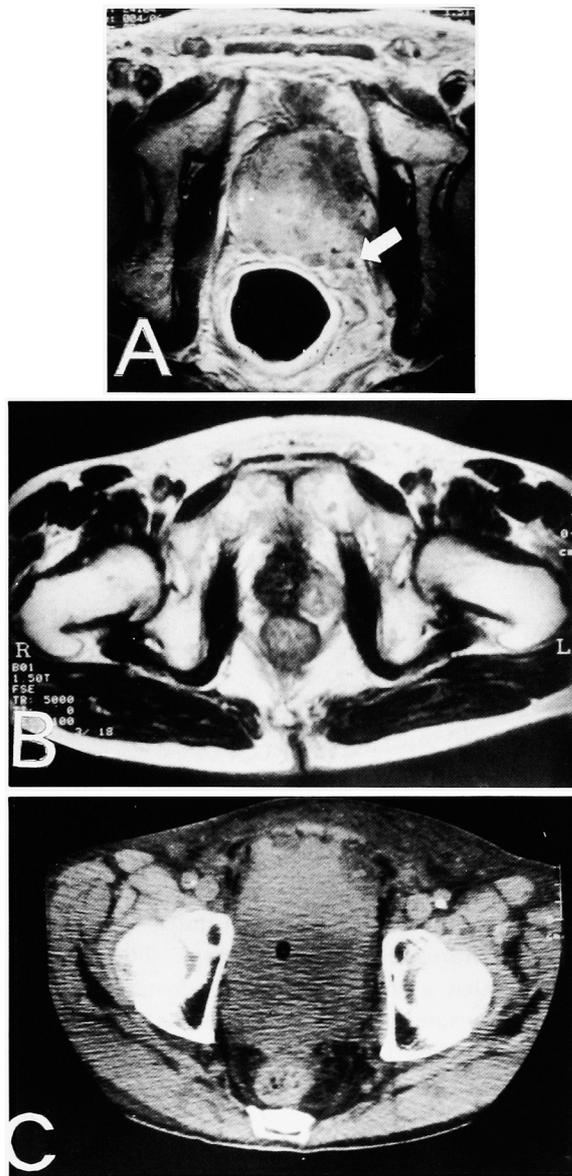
A; Before the treatment, MRI indicated prostatic tumor. Intrapelvic lymph node metastasis (arrow) was suspected. B; Ten months after TAB therapy, MRI revealed regression of prostatic tumor. C; Eighteen months after the treatment, CT scan indicated recurrence of prostatic tumor.
